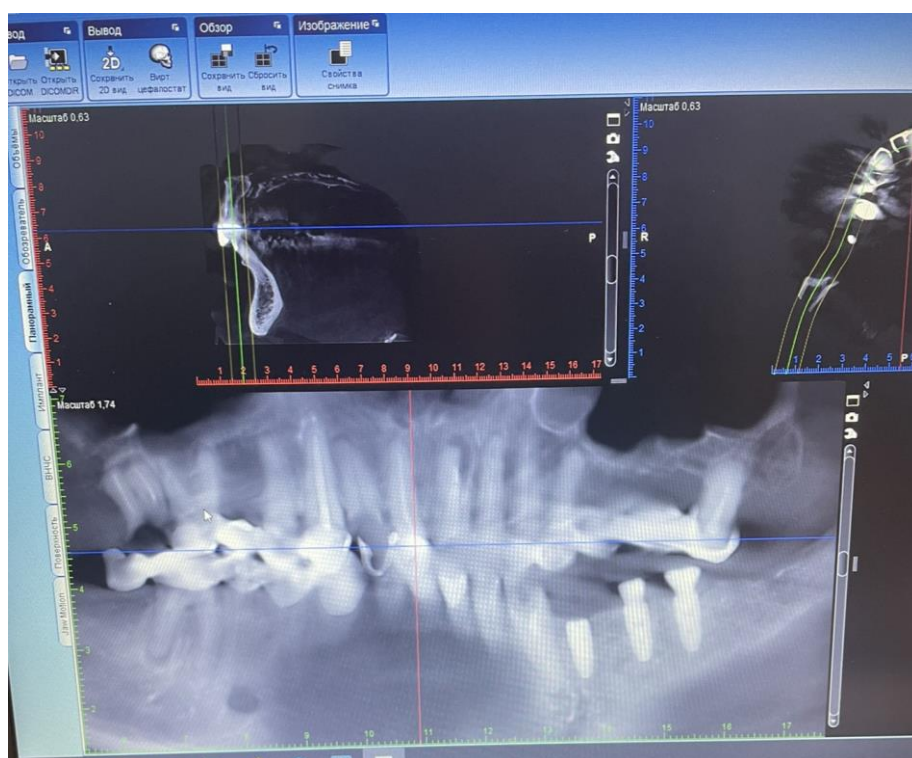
Оцінка результатів комп'ютерної томографії за допомогою програмного забезпечення Planmeca Romexis Viewer
